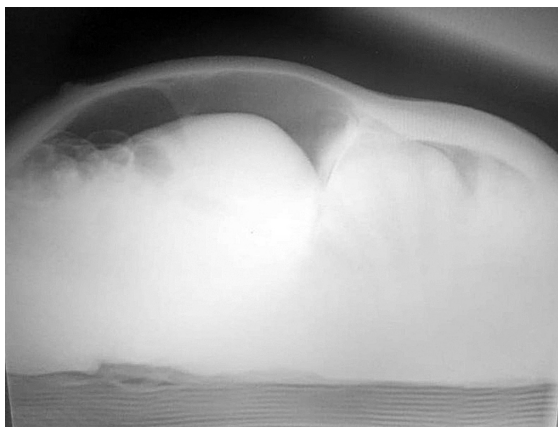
Рентгенограмма органов брюшной полости больного С. в боковой проекции в положении лежа, выполненная в соматическом стационаре. Свободный газ в брюшной полости
